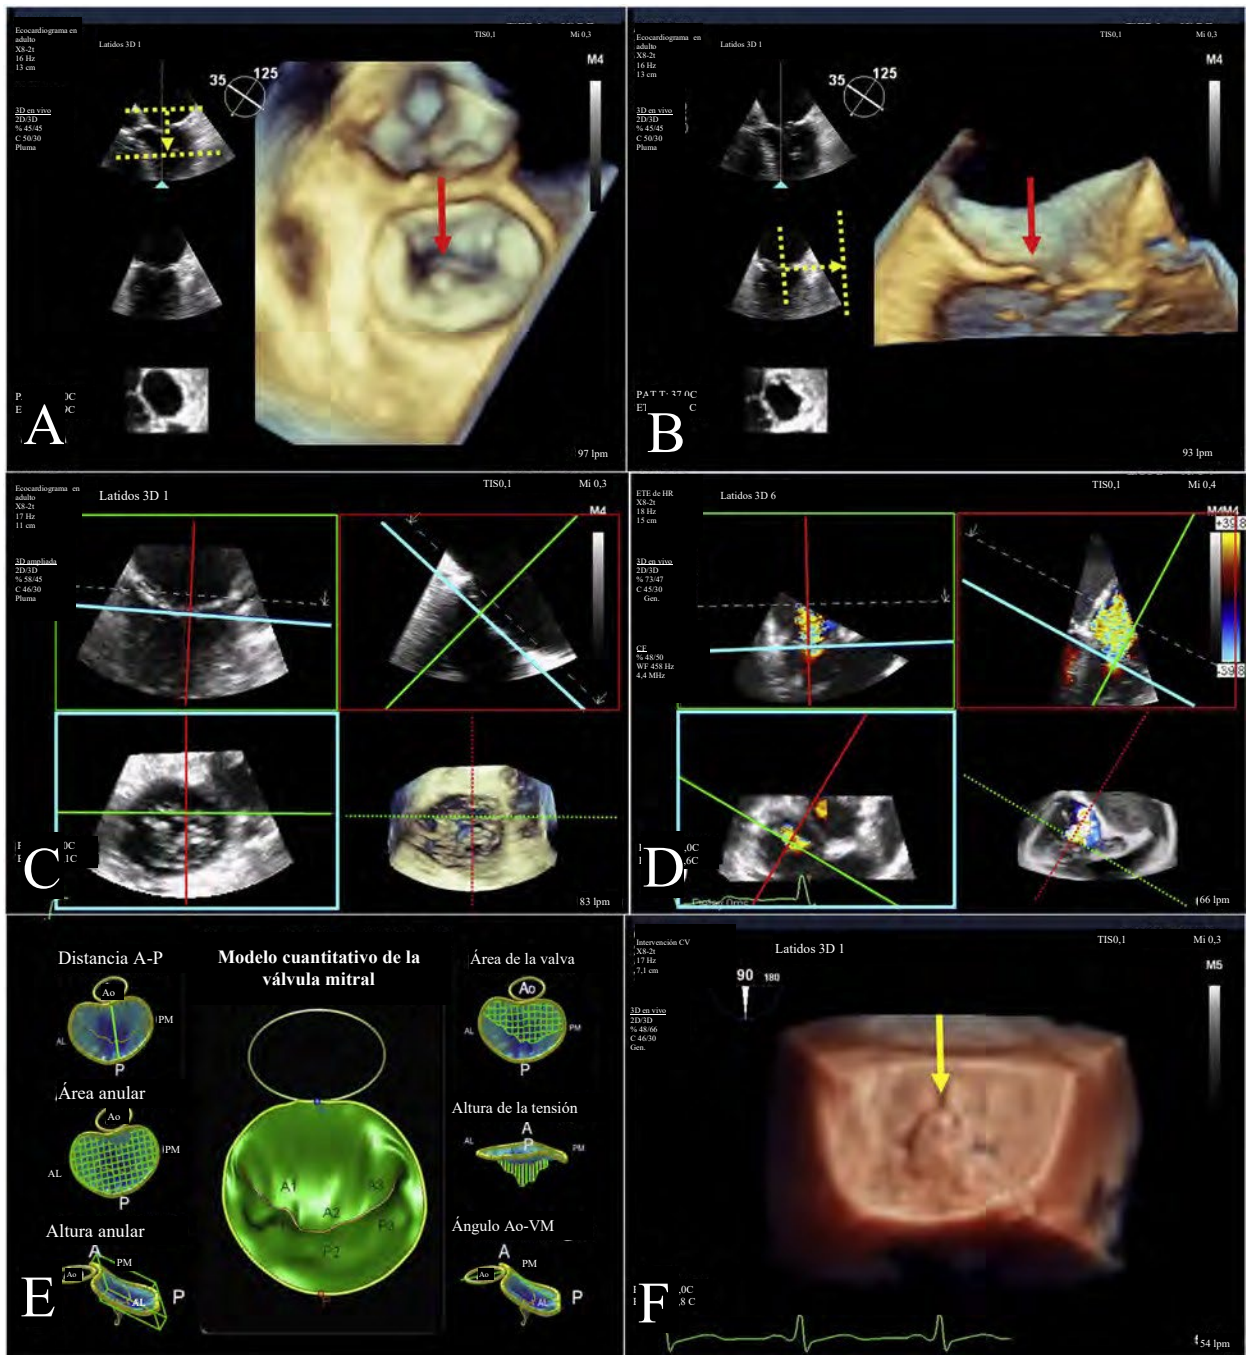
Herramientas de reproducción y recorte de imágenes 3D en tiempo real. El recorte en tiempo real de la imagen con el volumen obtenido se puede realizar con herramientas de recorte en el carro. En un paciente con el segmento P2 de la VM inestable (A y B, flecha roja), las herramientas de corte en tiempo real permiten que el explorador posicione rápidamente el plano de corte (líneas amarillas), lo que resulta en la visualización en tiempo real de la VM desde la vista de un cirujano (A) o mirando la comisura lateral (B). Los paneles C y D son ejemplos de reconstrucción multiplanar 3D en tiempo real de la VT (con y sin Doppler color, respectivamente), con alineación en el eje del espacio de coaptación regurgitante tricuspídeo (líneas azules) y una imagen del SAX del orificio regurgitante en el plano azul (cuadro azul). Pueden ser útiles diversas herramientas de reconstrucción, como reconstrucción de superficie (E) e imágenes fotorrealistas (F, la flecha amarilla apunta al segmento P2 inestable). A, anterior; AL, anterolateral; Ao, aorta; P, posterior; PM, posteromedial.
